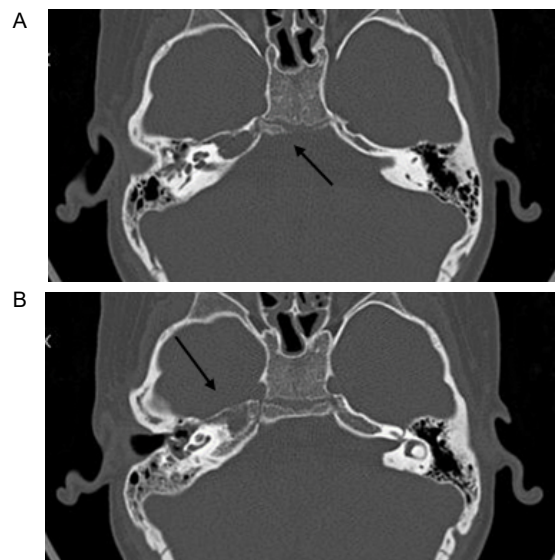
A Y B: TOMOGRAFIA CORTE AXIAL DE PEÑASCO QUE EVIDENCIA OCUPACION Y ENSANCHAMIENTO DE PEÑASCO DERECHO, SIN EROSION DE LA CORTICAL. OIDO MEDIO DERECHO OCUPADO
